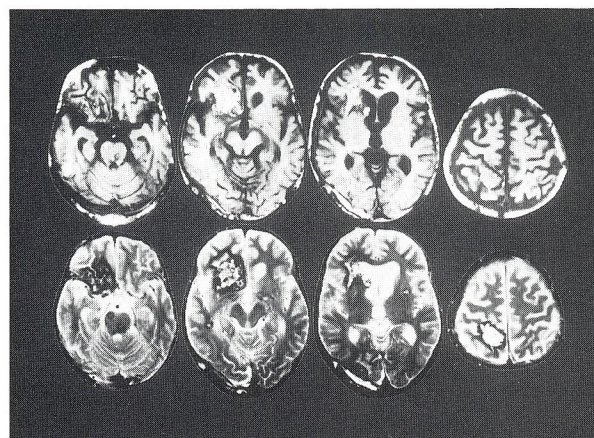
MRI after removal of left occipital mass. T1 weighted image (upper) and T2 weighted image (lower). Multiple lesions with the sign of mixed intensity core with low intensity rim are disclosed in left frontal lobe, right basal ganglia, left parietal and brain stem.
